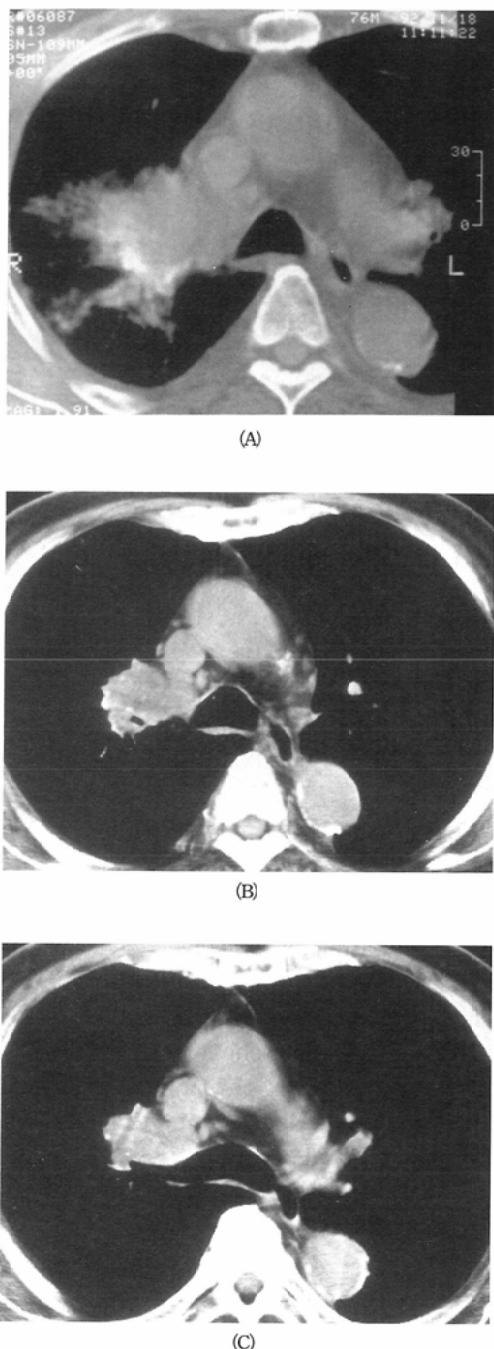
CT scans on the next day of cisplatin and EMILE infusion (A), 9 days later (B), and 21 days later (C). Each scan shows the largest section of the tumor
